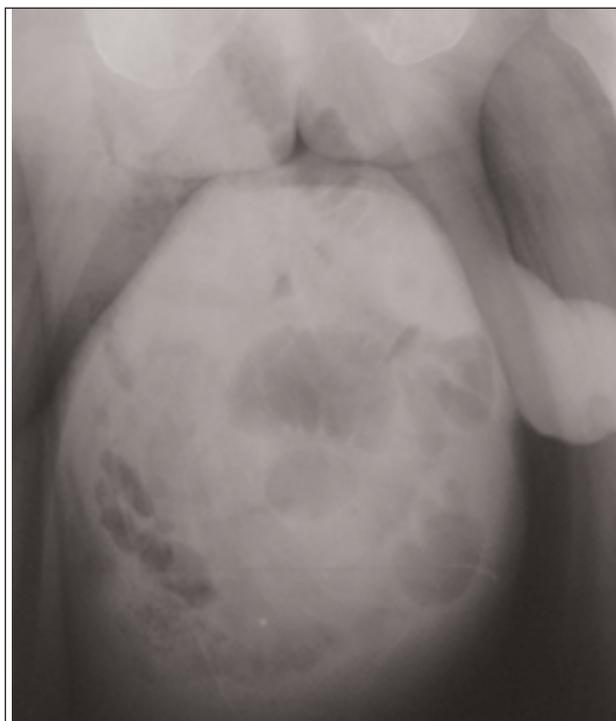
Radiographie du scrotum sans préparation : démonstration de structures digestives dans le scrotum.
